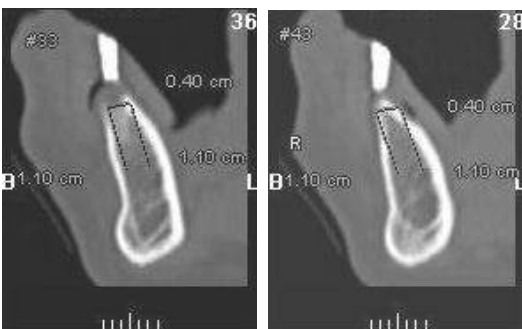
CT views with radiographic stent.
